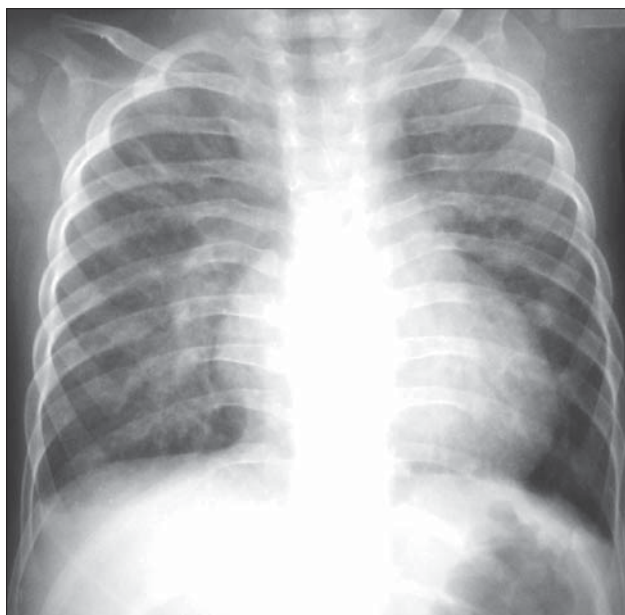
C.A.V.C. Schmit 1 an 6 luni. Radiografie toracică PA. Cardiomegalie cu hipertrofie biventriculară. AD, AS mărite. Hiperemie.
